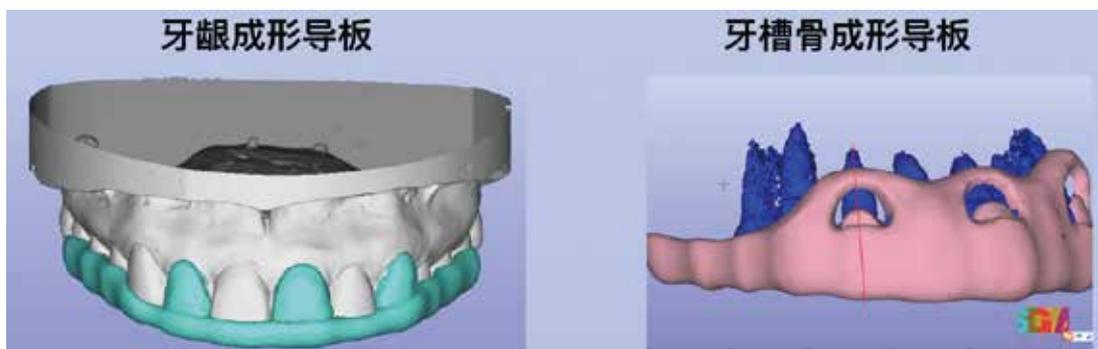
在 CT 与相应的软件辅助下设计 12, 21, 23 冠延长手术导板
